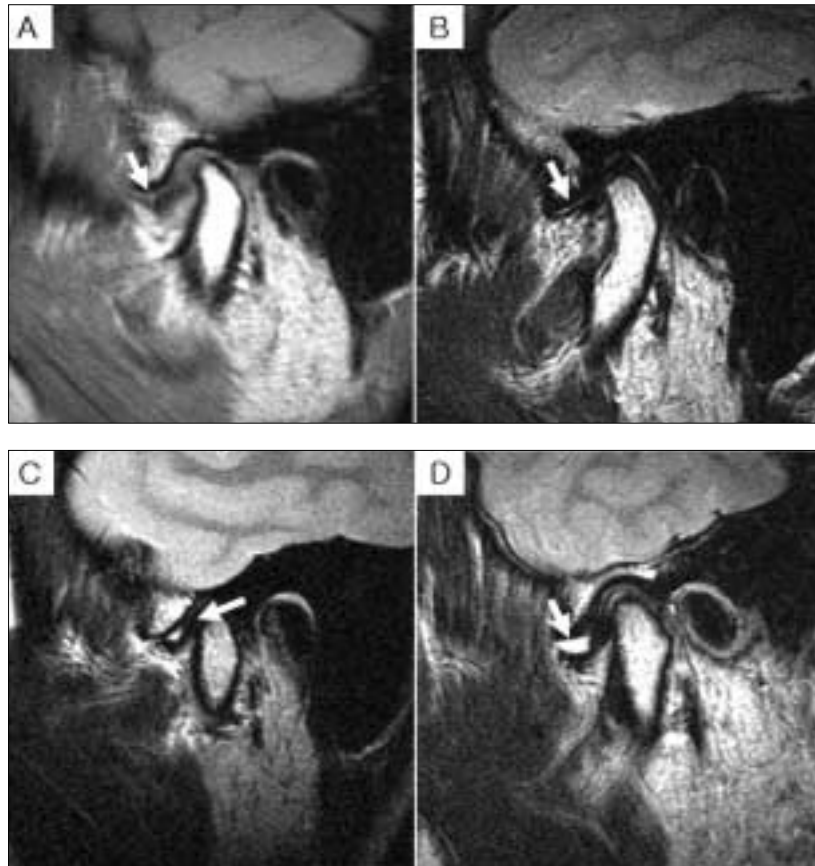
Joint effusion observed on sagittal T2 weighted TMJ MRI in closed mouth position.
